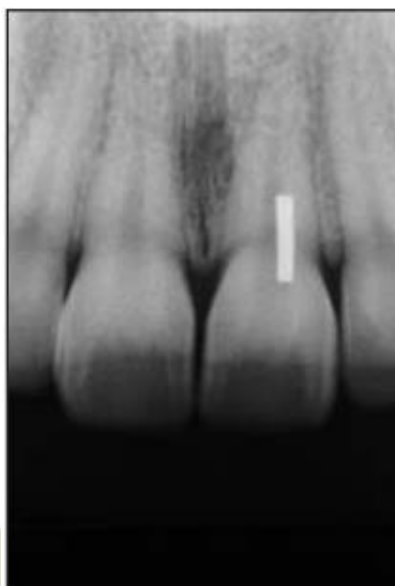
Radiografía de Perfil Paralelo
